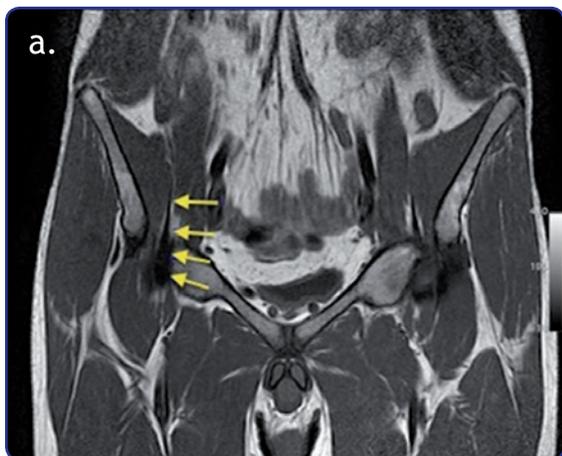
a) Imagen de resonancia magnética, proyección coronal. b) Preparado anatómico. Se observa el sitio donde se forma el tendón del iliopsoas y su trayecto por delante de la articulación de la cadera (flechas amarillas) (LI: ligamento inguinal, NV: paquete neurovascular, IP: vientre muscular del iliopsoas, S: sartorio).
